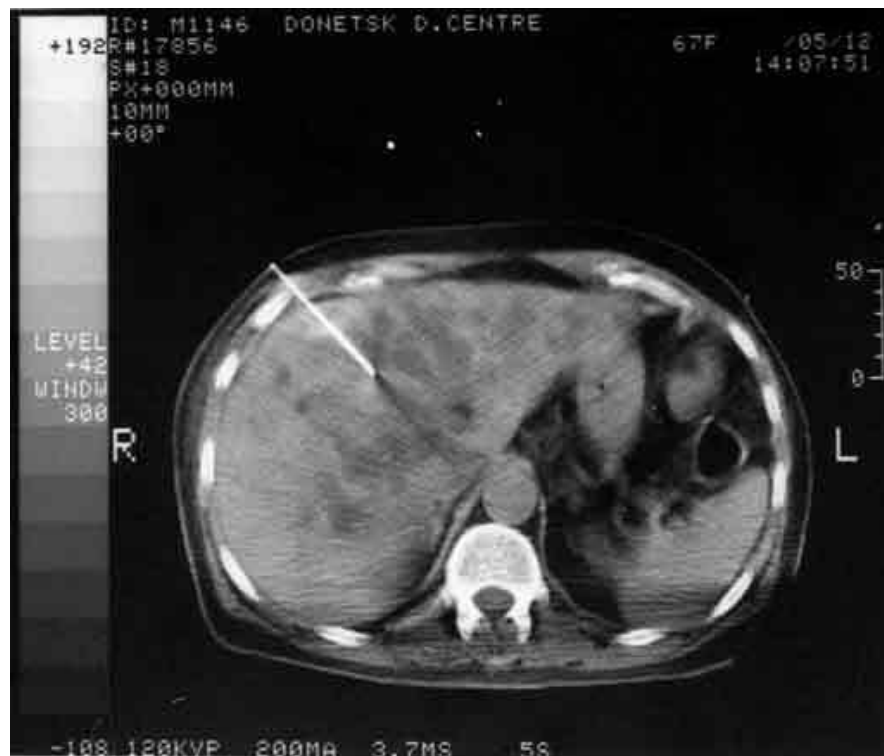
Пункцій на біопсія печінки (томограма).
